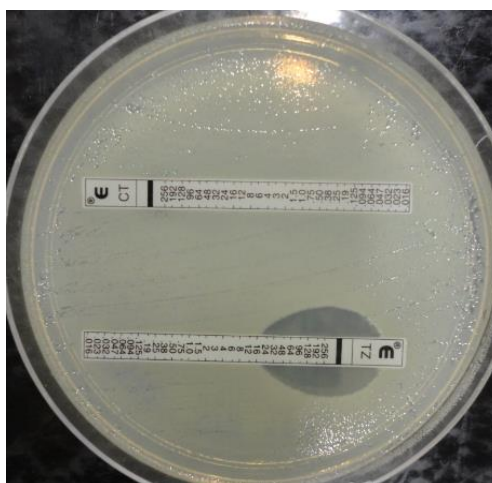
Avaliação do CIM para cefotaxima(CT) e ceftazidima(TZ). Fonte, LAPIH.
